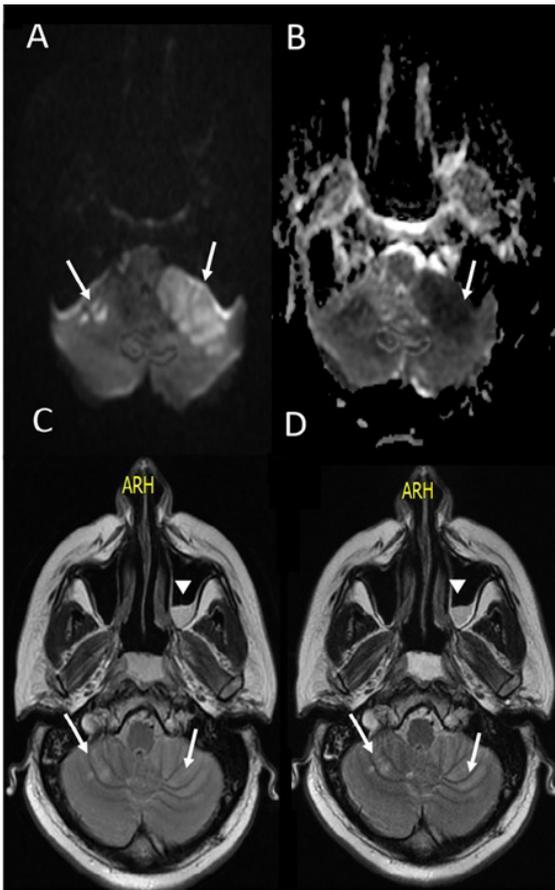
Resonancia magnética cerebral: A y B secuencias difusión y MIP, se observa en cerebelo lesiones bilaterales que restringen a la difusión, predominio izquierdo (flechas blancas). C y D Las lesiones en cerebelo se observan hiperintensas en secuencias recuperación de la inversión atenuada de fluido (FLAIR) y T2. Además se percibe nivel hidroaéreo en seno maxilar izquierdo (punta de flecha blanca).
